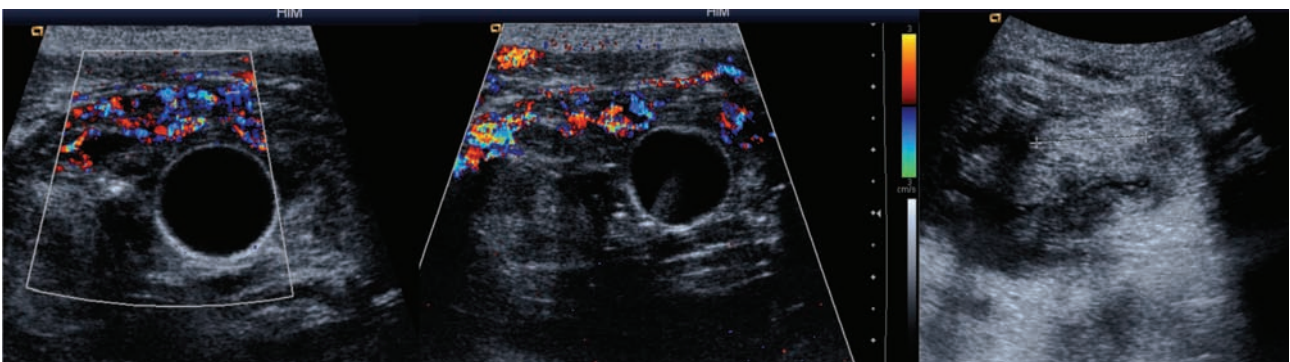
Ultrasonido con Doppler que muestra pared vesical engrosada y altamente vascularizada.
